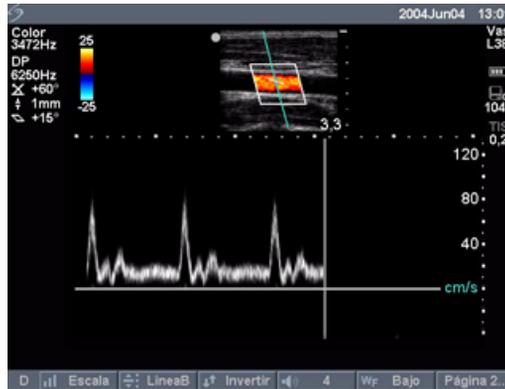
Imagen de trazo Doppler
